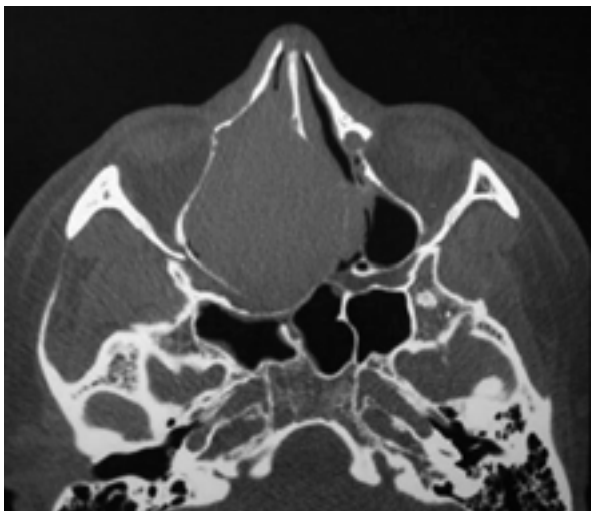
Tomografía computada simple en cortes axiales que muestra la expansión del tumor fibroso solitario en la región esenoetmoidal derecha.
